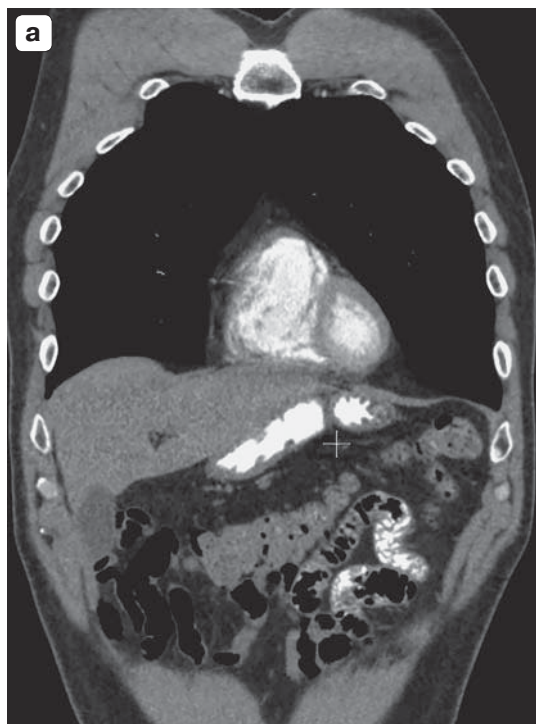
МСКТ-изображения органов брюшной полости с пероральным и внутривенным контрастированием. а – фронтальная плоскость; б – аксиальная плоскость. Стенки желудка не утолщены, не деформированы, с четкими контурами.
